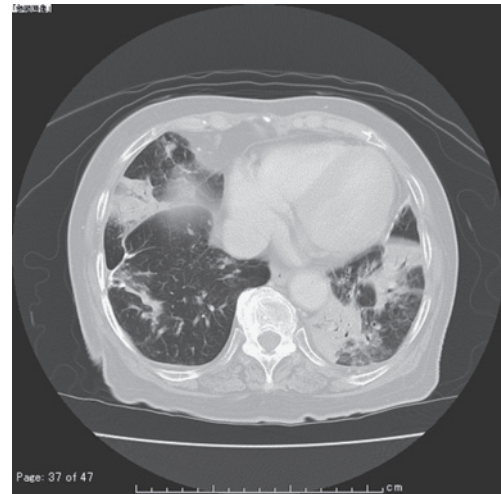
A chest CT image on admission shows consolidation in the right middle- and lower lobes, and with an air bronchogram in the lower lobes.
